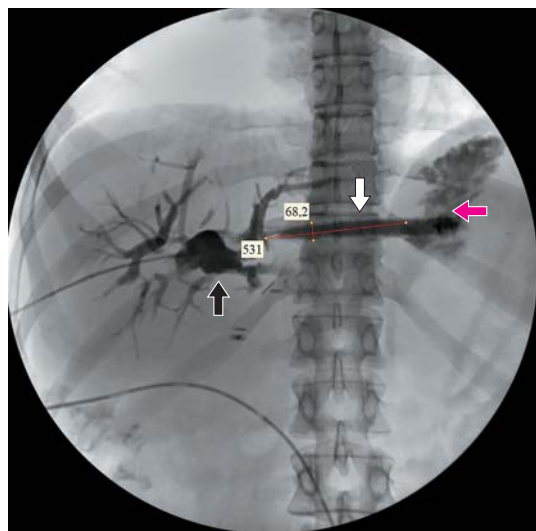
Рентгенограмма. Гепатикогастроанастомоз, сформированный на саморасправляющемся стенте. Черной стрелкой указан проток левой доли печени, белой стрелкой — стент, красной стрелкой — желудок.
